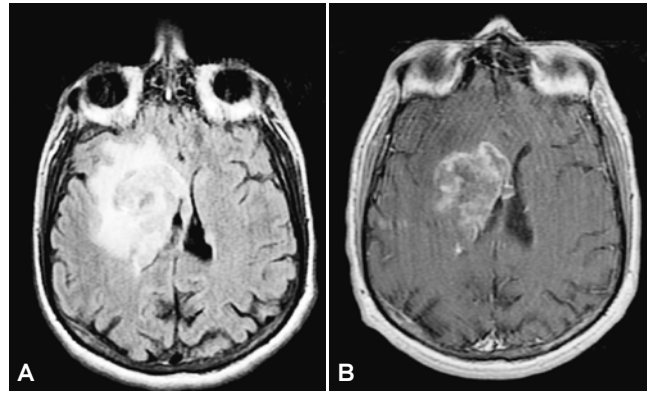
Imágenes de Resonancia Magnética en secuencias FLAIR (A) y T1 con contraste (B), en donde se observa masa adyacente al cuerpo caloso que se extiende hacia los ganglios de la base, se acompaña de edema a su alrededor y produce compresión extrínseca del ventrículo lateral derecho y desplazamiento de la línea media hacia la izquierda. La biopsia confirmó el diagnóstico de linfoma No Hodgkin.
